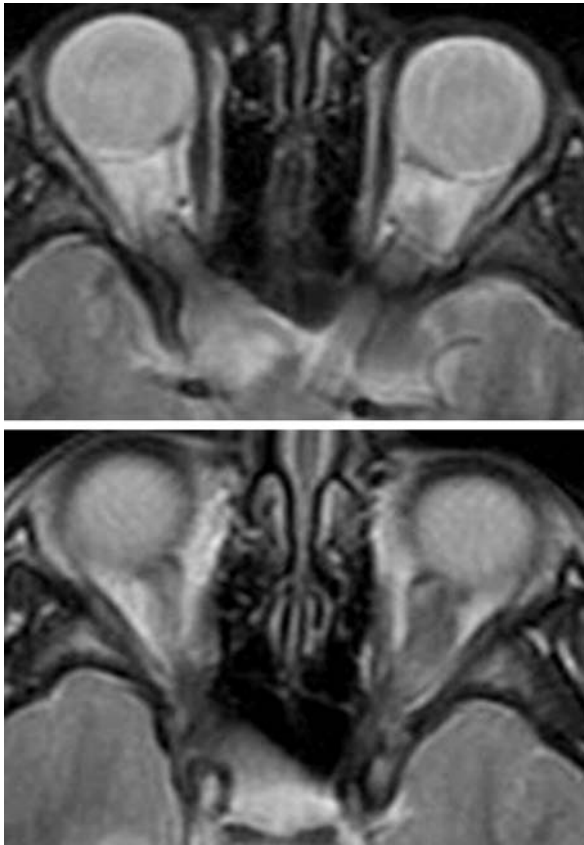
RM en secuencia T2 axial de un niño afecto de NF-1, con un glioma optoquiásmático derecho (arriba) y un glioma óptico intraorbitario izquierdo (abajo).
